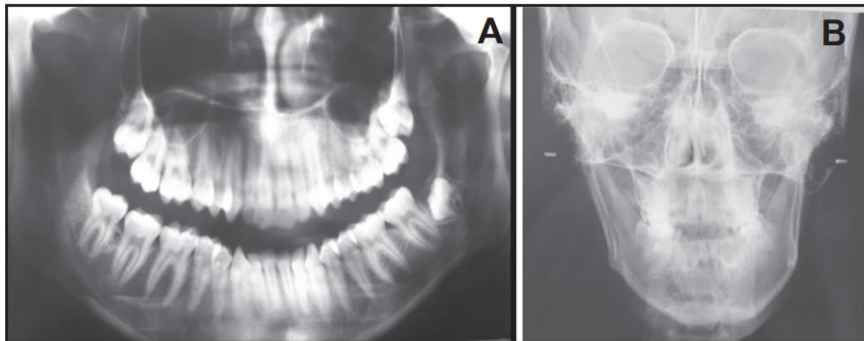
Radiografía de paciente con hiperplasia condilar. ⁽¹⁰⁾
